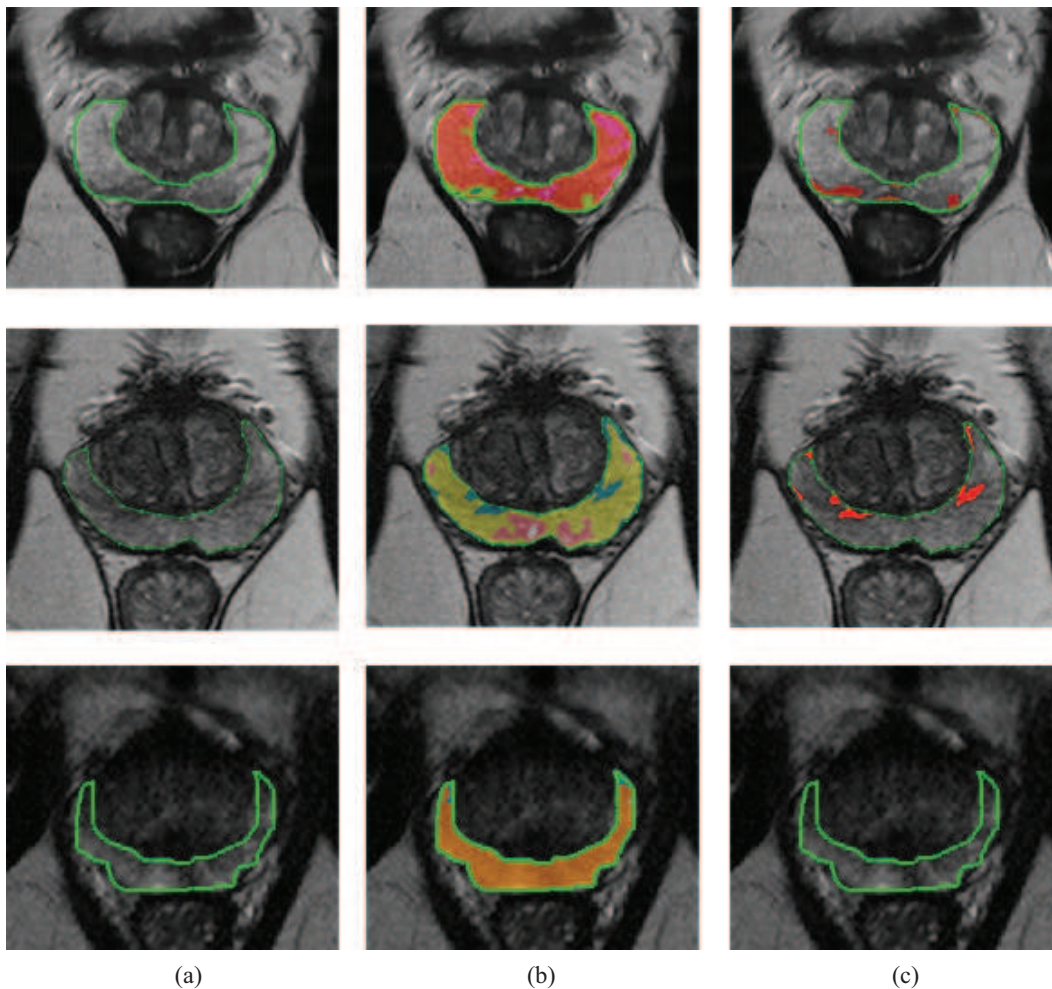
Aperçus des résultats de la classification non supervisée par la méthode de [Vannoorenberghe et al., 2003], pour des ZP ne présentant aucune tumeur. (a) : IRM T2-W axiale; (b) : cartes de fausses couleur représentant la partition stable obtenue (une couleur par classe détectée); (c) : résultat de la réduction du nombre de classes.
